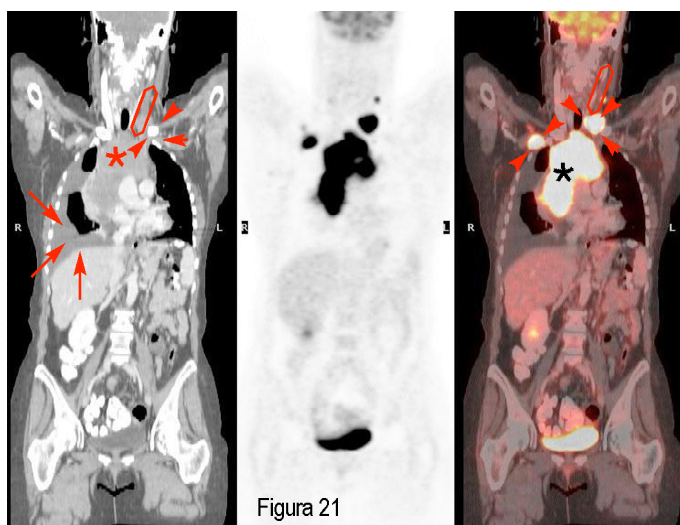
Paciente con LDCGB (ID 45) en la estadificación inicial. A: Imagen de TC DA con civ coronal donde se aprecia masa *bulky* mediastínica (asterisco) asociada a derrame pleural derecho (flechas) y grandes adenopatías cervicales y torácicas (puntas de flecha). En la región cervical izquierda llama la atención la ausencia de repleción con civ de la vena yugular interna izquierda, que se diagnosticó como trombosis de la misma (elipse). B: Imagen de PET coronal correspondiente en la que se observa hiper captación de ^{18}F FDG en la región mediastínica, así como en adenopatías cervicales y torácicas. Nótese cómo el derrame pleural y la trombosis venosa no son evidentes. C: Imagen de PET/TC DA, que muestra la avidez de la masa *bulky* (asterisco) y de las adenopatías (puntas de flecha) por la ^{18}F FDG, demostrándose también la ausencia de captación de ^{18}F FDG por parte del derrame pleural así como la trombosis de la vena yugular izquierda (elipse).
